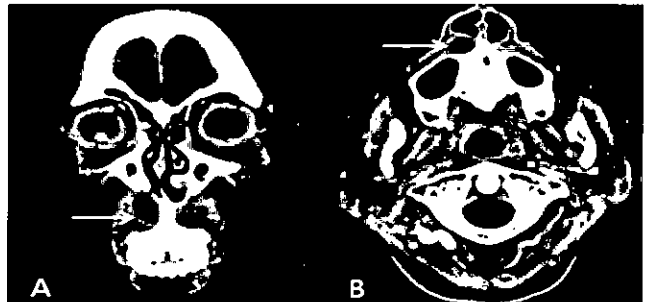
Paranasal sinus enhanced CT scan of Coronal(A) and axial(B) view show ovoid cystic mass with inhomogenous contrast enhancement at the Rt. anterior nasal floor (arrow).
